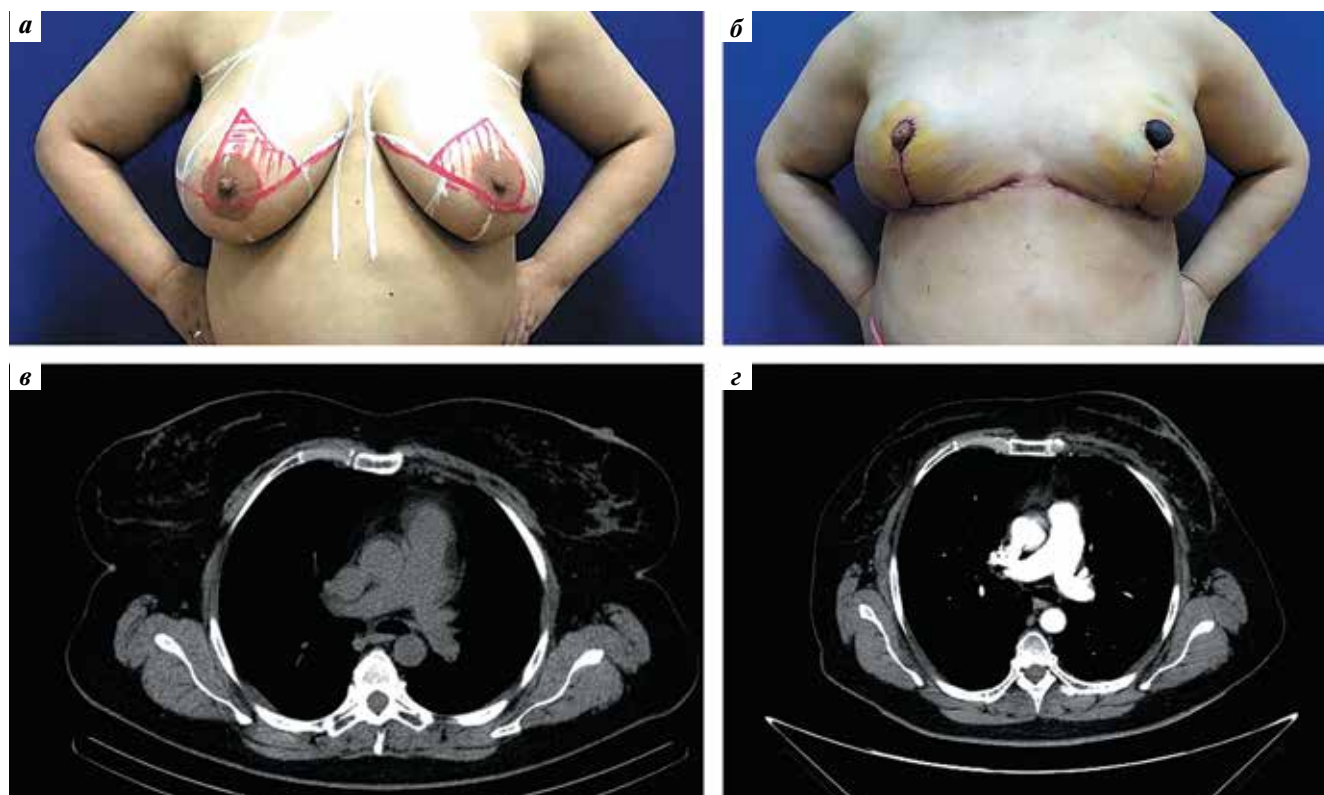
Билатеральная мастэктомия по типу Goldilocks с сохранением сосково-ареолярного комплекса: а — до оперативного вмешательства; б — 6-е сутки после оперативного вмешательства; в — компьютерная томография с внутривенным контрастированием до оперативного вмешательства; г — компьютерная томография с внутривенным контрастированием через 6 мес после оперативного вмешательства: определяется только жировая ткань
